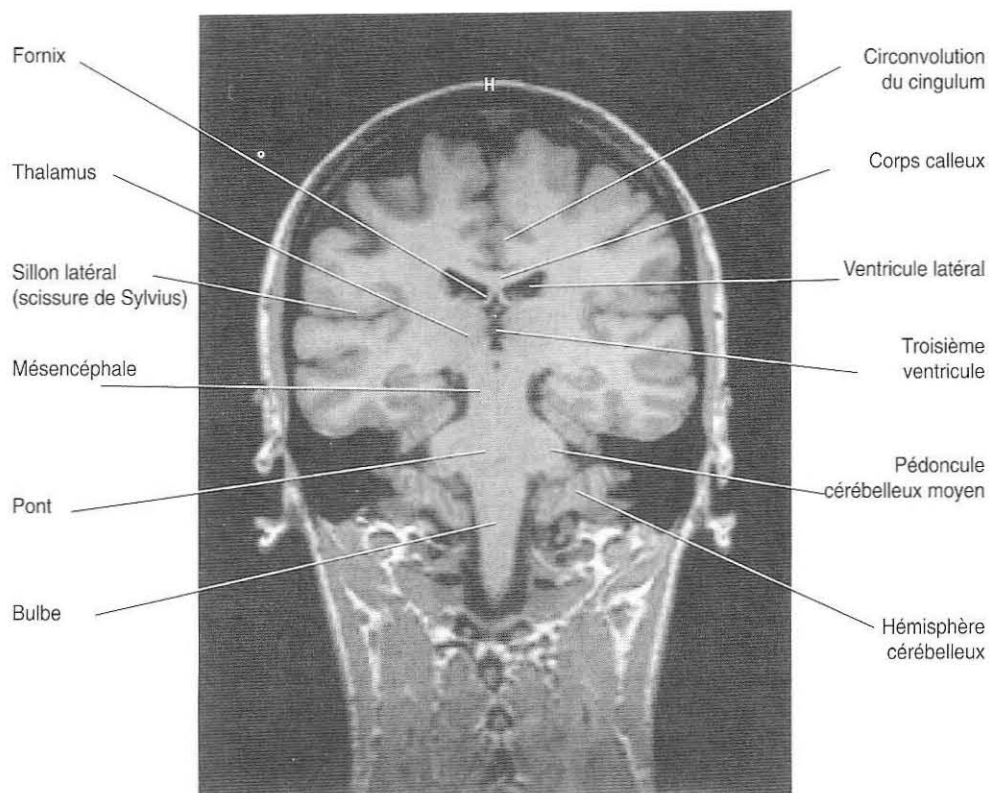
Coupe coronale IRM en séquence pondérée T1. Anatomie cérébrale normale. Extrait de « Neuro-Anatomie Clinique et Neurosciences Connexes. Fitzgerald MJT, Folan-Curran J. Editions Maloine, Paris, 2003 ».
